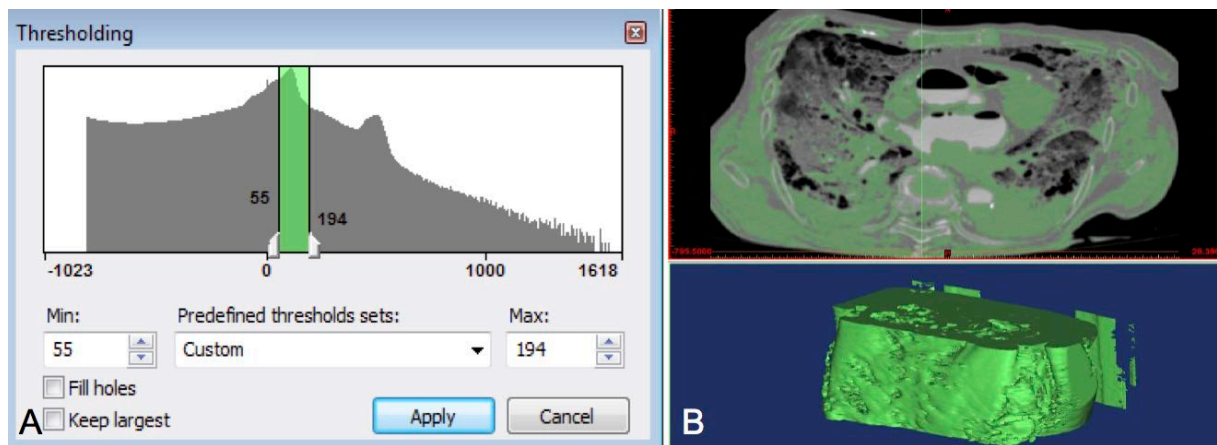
Segmentierungsversuch der A. intercostalis posteriores nach KM-CT. Bild (A) zeigt die Verwendung des Werkzeugs „Thresholding“. Dabei wird der Grenzbereich der HU-Werte individuell festgelegt („Custom“). Alle Pixel, deren Graustufen im Bereich von 55 HU und 200 HU (Knochengewebe, KM der A. intercostalis post.) liegen, sind grün markiert (B oben). Die Berechnung des 3D-Modells, basierend auf dieser Auswahl, ist im Bild (B) unten gezeigt.
